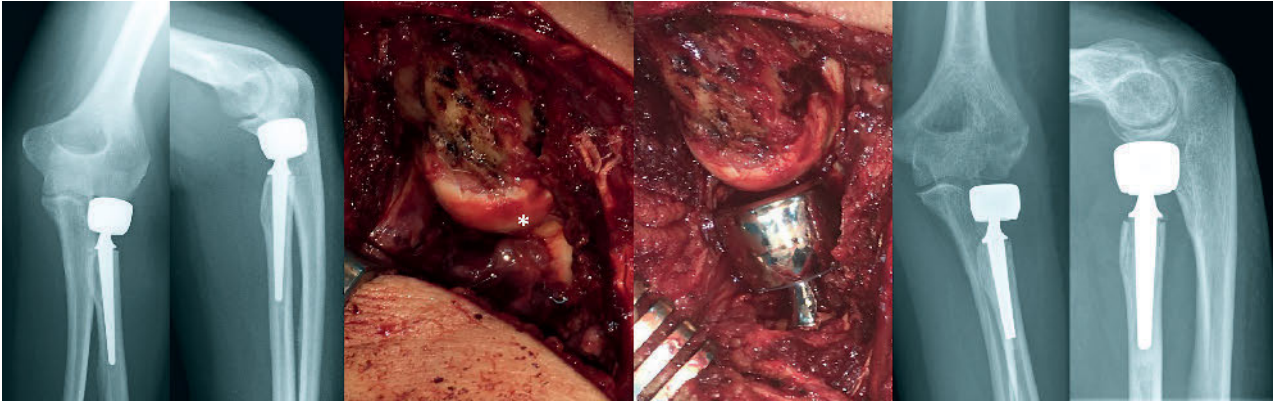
30-jährige Patientin mit massiver Steife und Schmerzen 6 Wochen nach externer Implantation einer zementierten bipolaren Radiuskopfprothese. Im Röntgen ist die Diagnose des Overlengthening schwierig. Die Höheneinstellung über der lateralen Coronoidkante, zusammen mit der starken Verkippung des Kopfes veranlassten uns zur frühzeitigen Revision, die das Overlengthening bestätigte. Nach Explantation der Prothese zeigte sich der Knorpel aufgrund der frühzeitigen Revision erfreulicherweise noch durchgängig, aber durch den erhöhten Druck kontusioniert (*). Die Prothese wurde etwas tiefer reimplantiert, so dass die Prothese gerade eben keinen Kontakt zum Capitulum bekommt. Da die Resektion des Zementes sehr schwierig war, wurde auf eine vollständige Entfernung des Zementes verzichtet und die Prothese gekürzt in den alten Zementmantel zementiert. Im postoperativen Röntgen zeigt sich die Prothese besser an der lateralen Coronoidkante ausgerichtet. Die Verkippung besteht nicht mehr.
